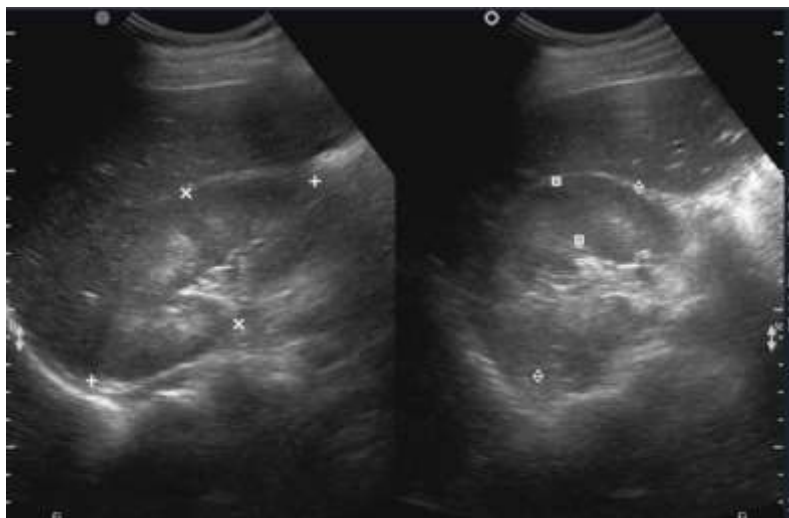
УЗИ почек ребенка Р. Уулу М. через 1 месяц после рождения.
